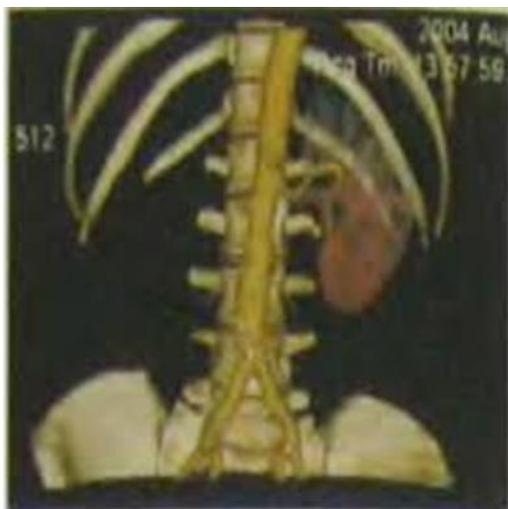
А. МСКТ брюшной полости при аплазии правой почки
